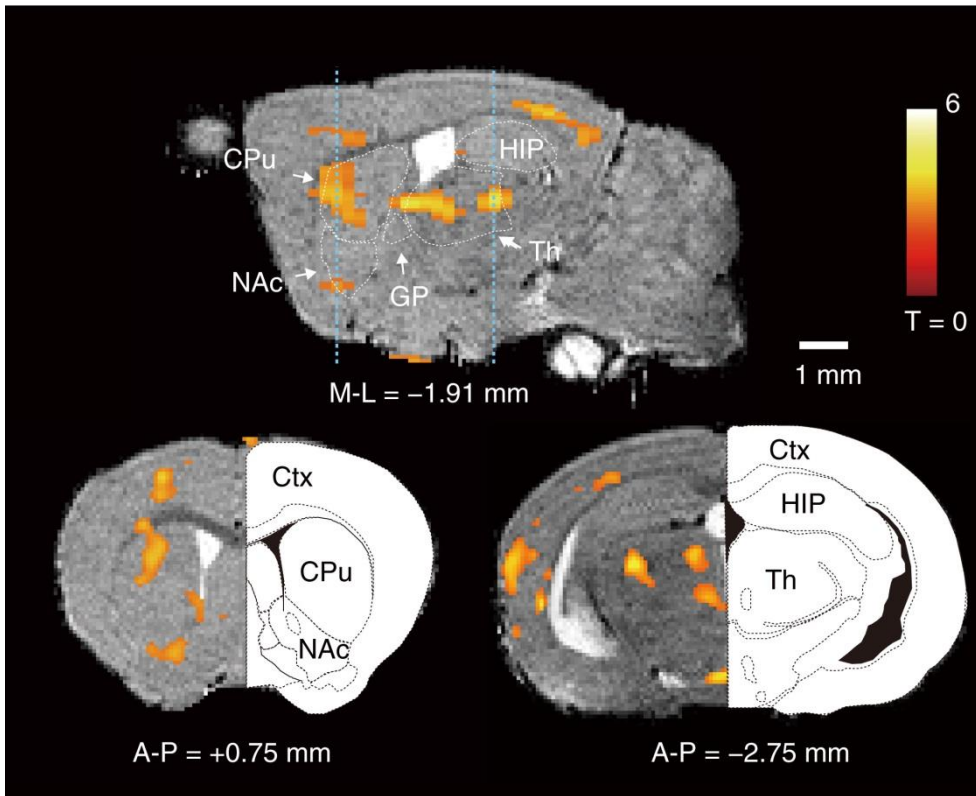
パーキンソン病のマウスに活動依存性マンガン造影 MRI を行った結果。正常な動物に比べて T_1 が短い領域 (つまり、神経活動が高くなっている領域) に色を付けて表示している (© Kikuta ら, Scientific Reports 5: 12800, 2015)。
